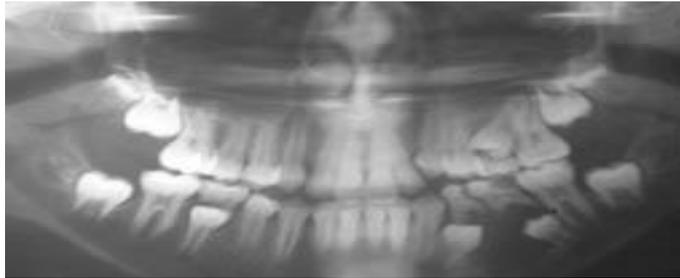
Radiographie panoramique montrant un kyste folliculaire en rapport avec les racines des molaires temporaires cariées et englobant les germes des 34 et 35.¹¹
